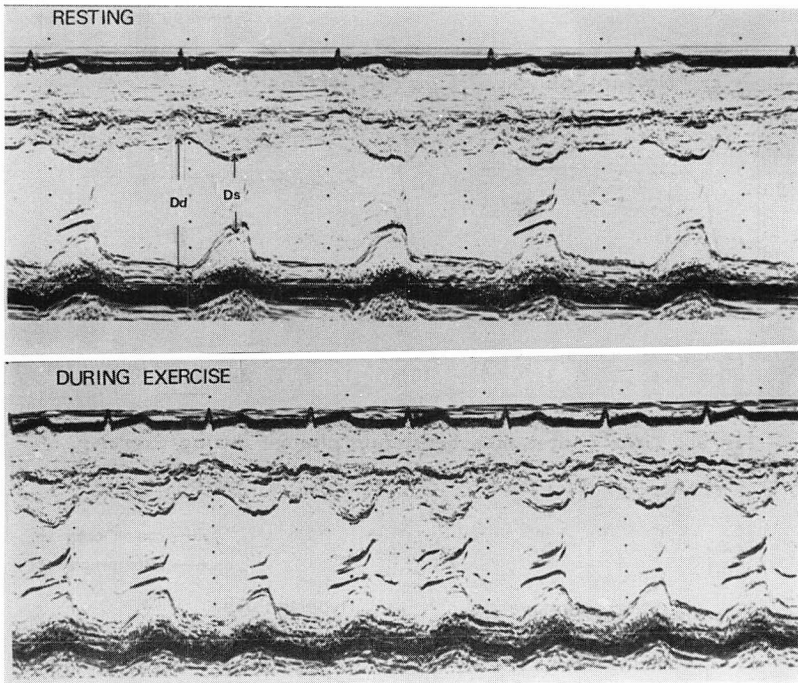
Echocardiograms in a representative subject before and during exercise.
